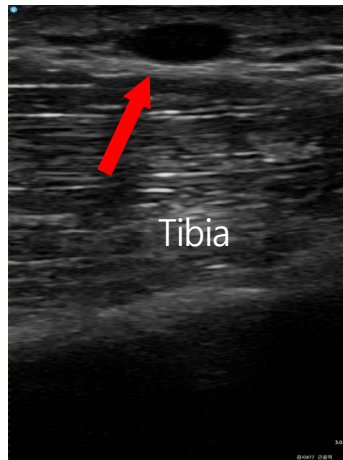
Ultrasonographic Findings of the Ganglion in a Long Axis View.
